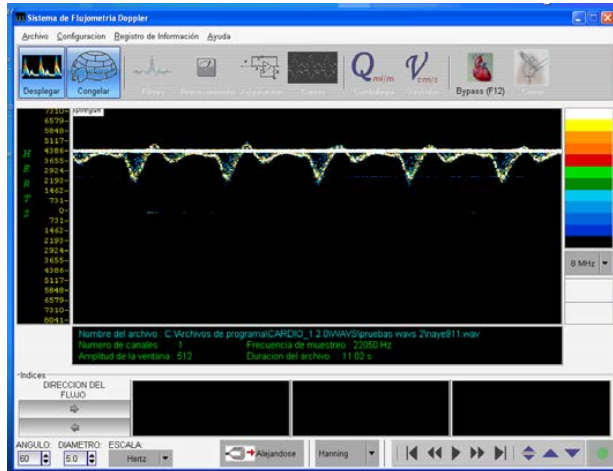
Sistema Doppler Ultrasónico de medición de flujo sanguíneo basado en el programa SPECT.
